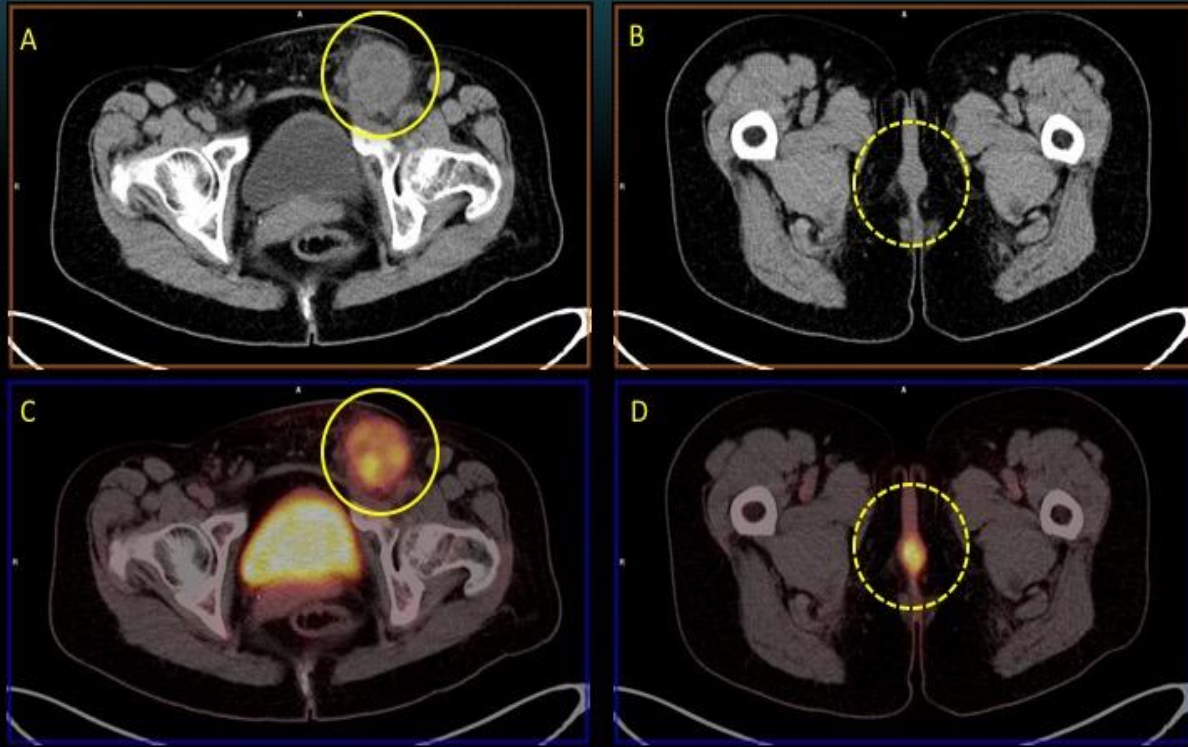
TC basal y PET/TC: ganglio inguino-femoral izq. tumoral con necrosis y alta captación FDG
